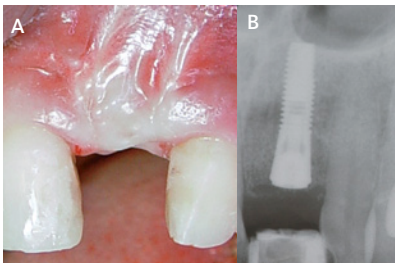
Situazione dopo 6 mesi di guarigione: è stato creato clinicamente un tessuto molle adeguato (A) mentre dal punto di vista radiografico non si osserva praticamente alcuna radiolucenza (B).
